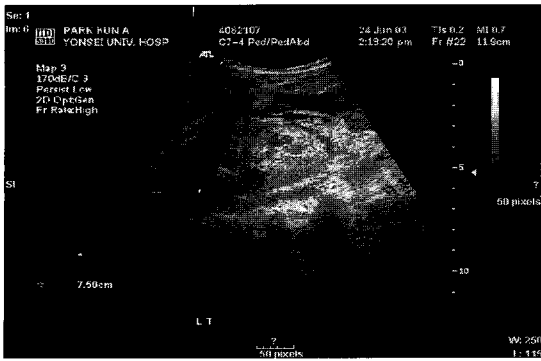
Abdominal ultrasonography showing diffusely increased cortical echoes of the left kidney.
